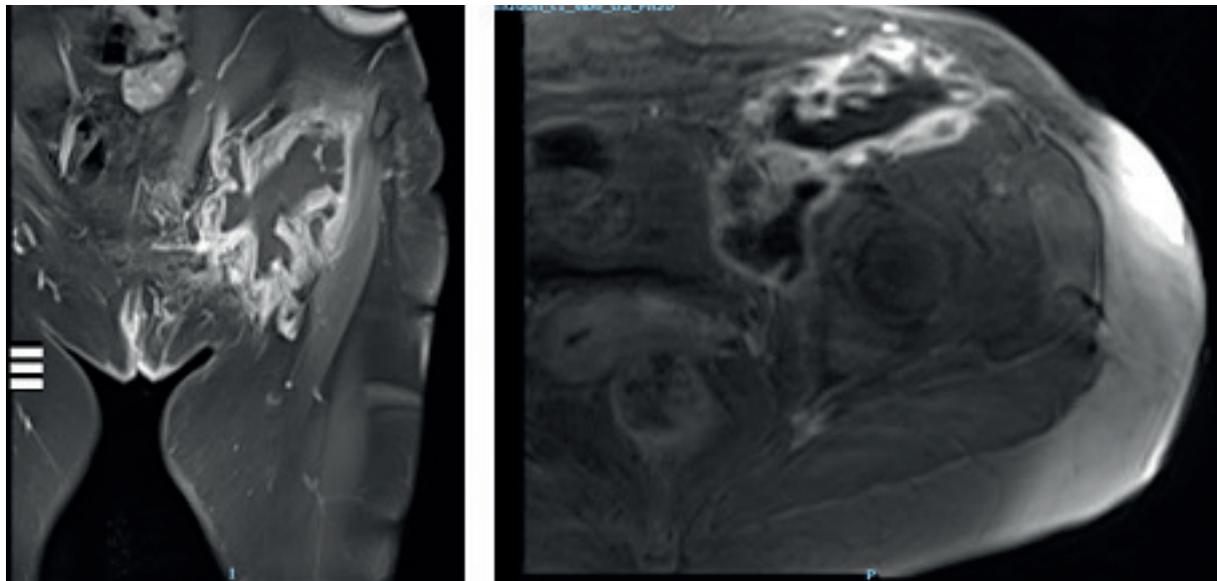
Imagen de la RMN de zona pélvica. Se visualiza colección de 13x8x11 cm.
